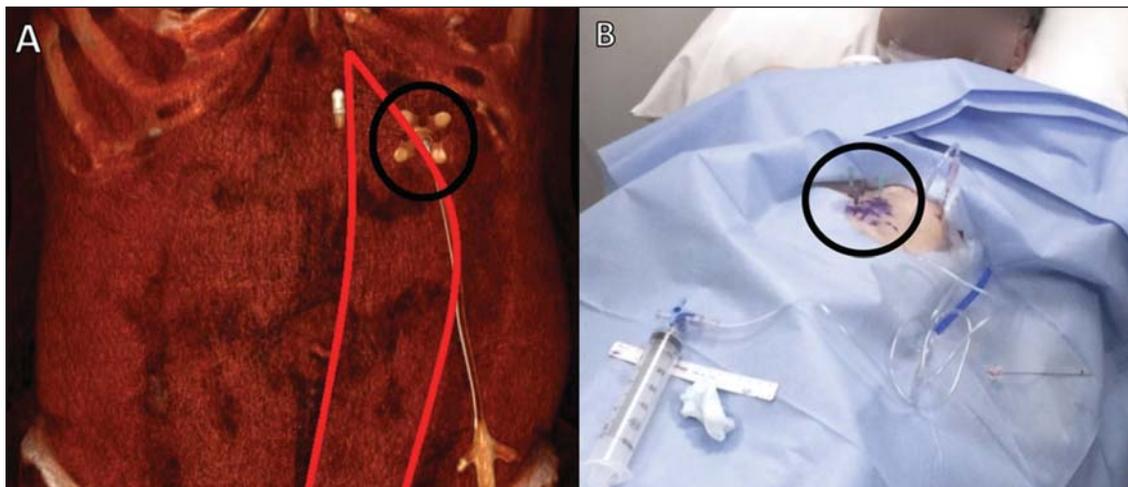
Marcação do local de punção para gastrostomia percutânea guiada por TC. Reconstrução tridimensional da TC demonstra o local adequado para punção, na parede abdominal anterior, lateralmente ao músculo reto abdominal (círculo em A), devendo ser marcados três pontos equidistantes, distando 3–4 cm entre si, formando uma figura triangular (círculo em B).
